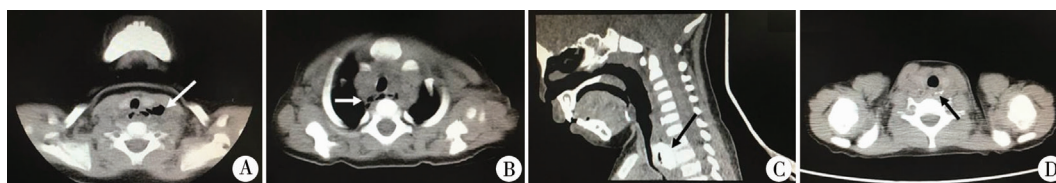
食管异物穿孔或异物穿出食管的CT表现 注 A:颈段食管穿孔引起的颈部软组织气肿和周围炎症反应;B:食管穿孔引起的纵膈气肿和纵膈炎;C:纽扣电池嵌顿引起的胸廓入口处食管穿孔;D:鱼骨嵌顿于食管入口引起穿孔及周围组织炎症反应
